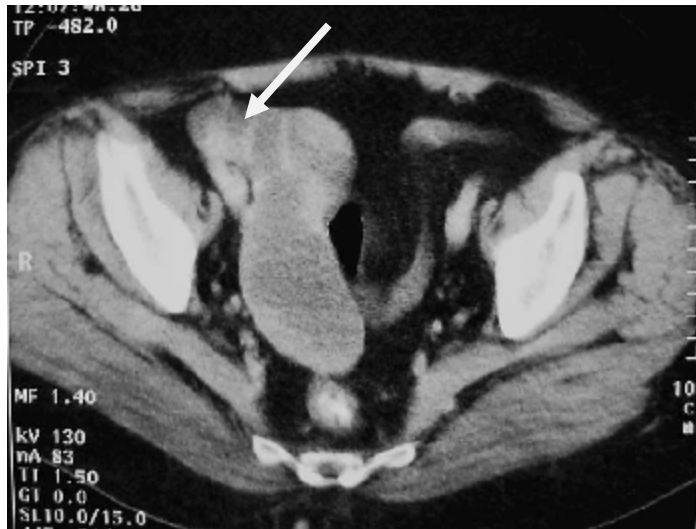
TDM pelvienne :
